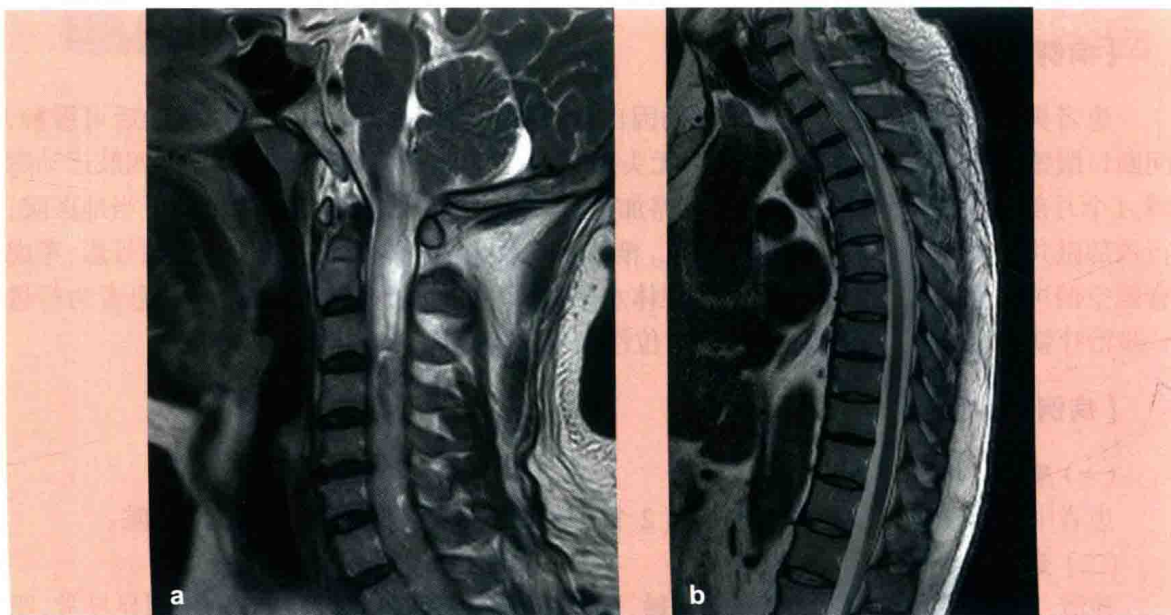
术前磁共振 (MRI) T<sub>2</sub> 像肿瘤呈不均匀稍高信号, 肿瘤上端可见低信号, 肿瘤上端可见低信号
